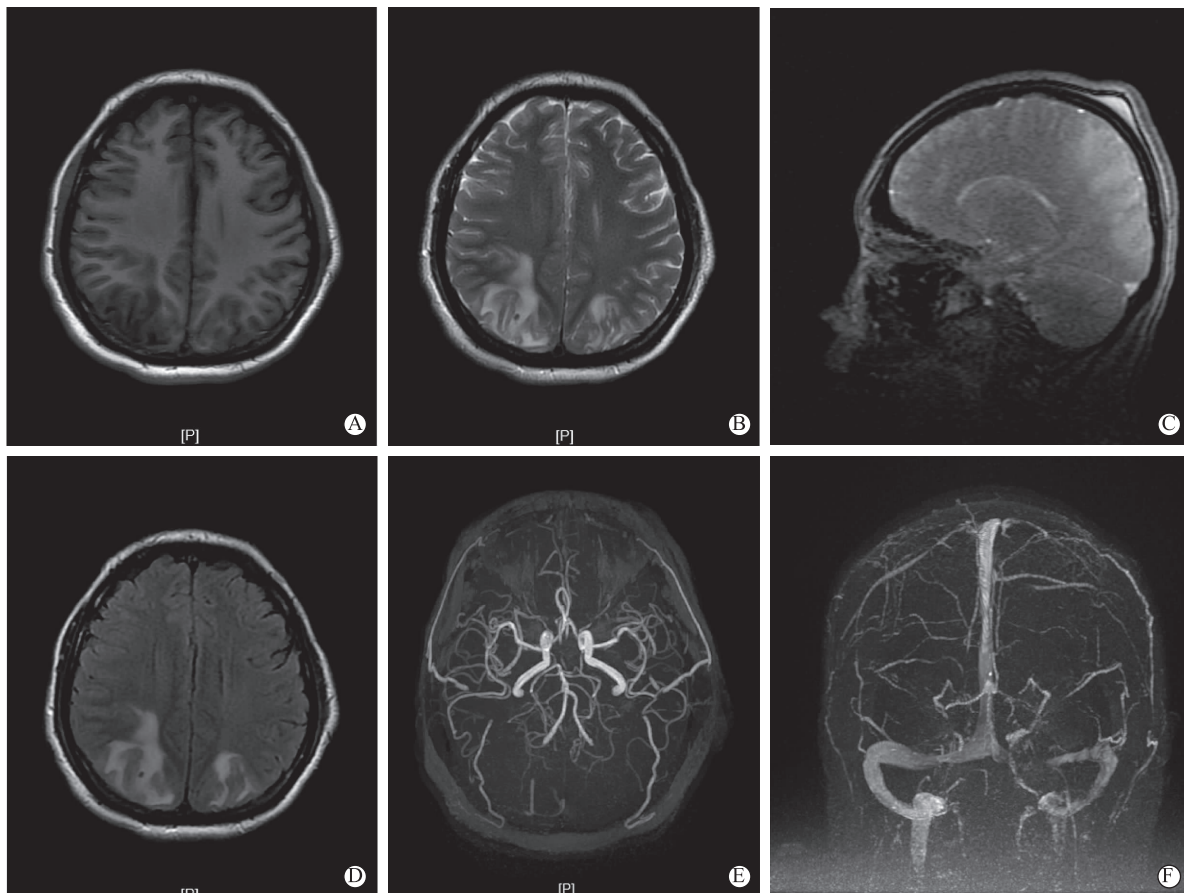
患者头颅MRI+MRA+MRV(2018年12月12日,河北省人民医院) A,B,C,D,E,F分别为患者头颅核磁共振平扫T₁加权像、T₂加权像、矢状位T₂加权像、Flair像、MRA成像、MRV成像
